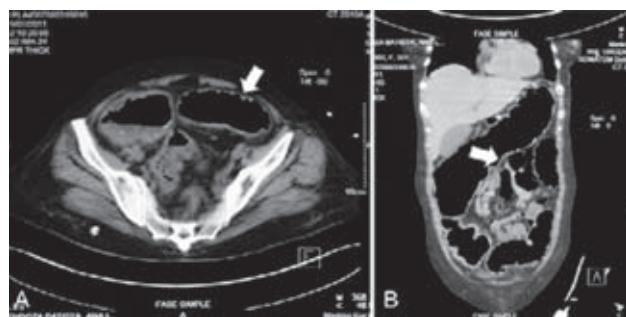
Tomografía axial computada de abdomen. A) Corte axial donde se observa dilatación colónica, engrosamiento de las paredes y alteraciones en la grasa pericólica (Flecha). B) Corte coronal de abdomen completo que corrobora dilatación colónica y el engrosamiento de la pared (Flecha).
